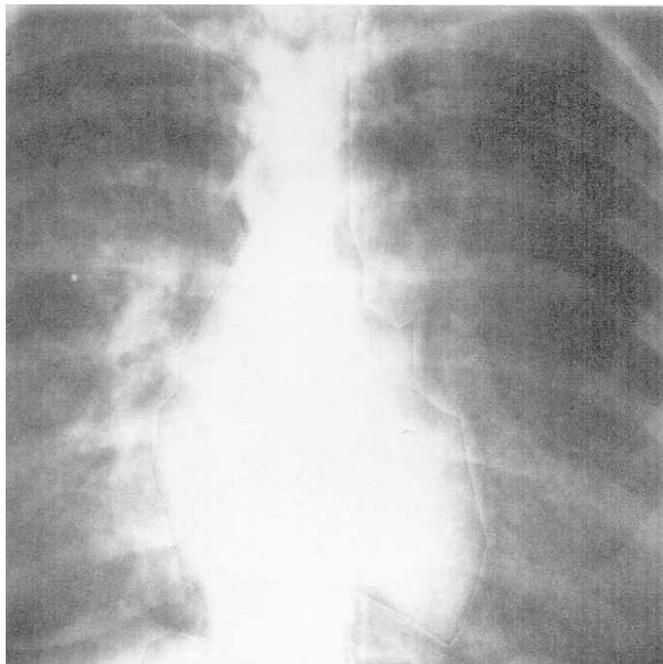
Radiografia de tórax em PA mostrando infiltração alveolar intersticial hilar e peri-hilar, com presença de enfisema subcutâneo e pneumomediastino
